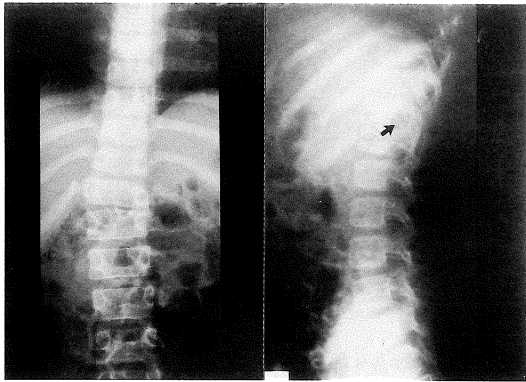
Spinal X-ray film A-P view reveals widened interpedicular distance and scoliosis in the Th_{11,12}, and L₁ levels (left). Lateral view reveals a bony spur from the Th₁₂ to L₁ levels (right, arrow).
